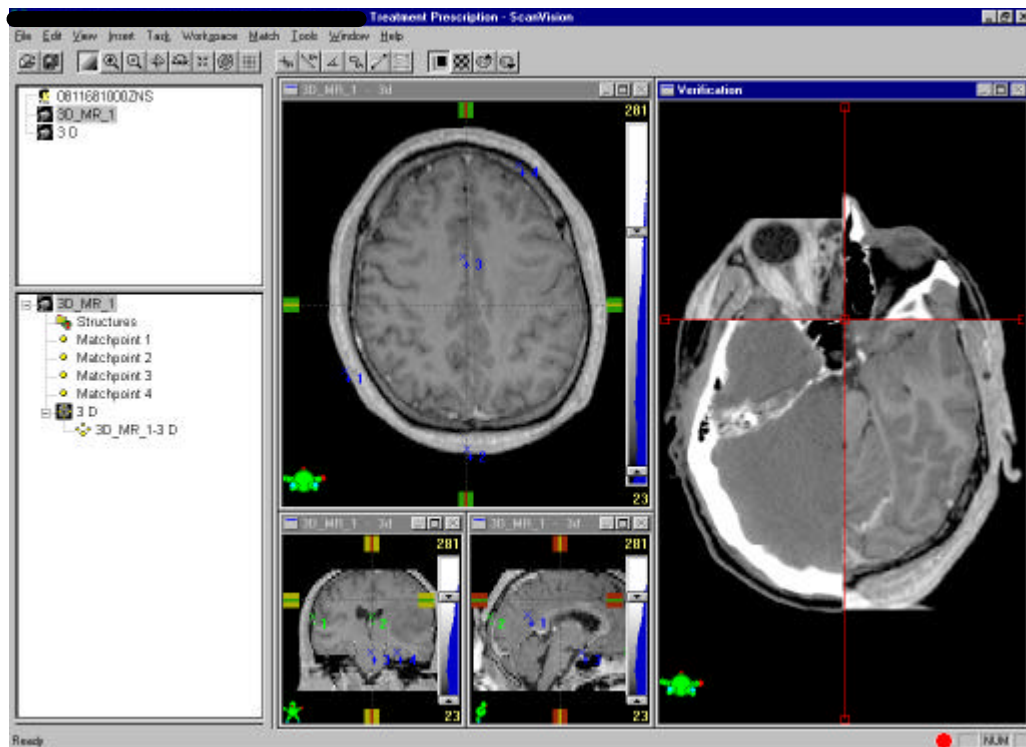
Im MRT-Bild eingezeichnete Volumina erleichtern die Orientierung im CT-Bild.
